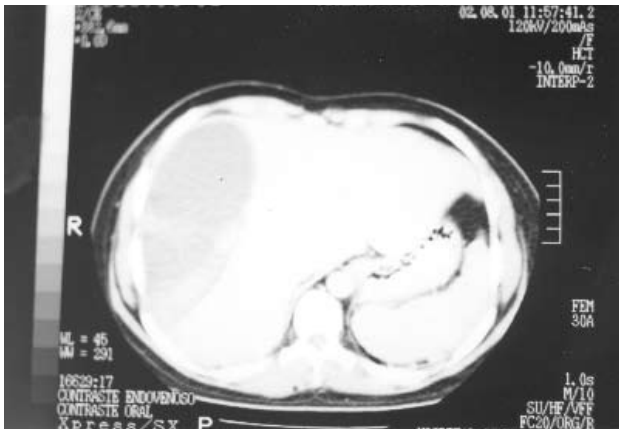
Tomografía axial computada que demuestra hematoma hepático del lóbulo derecho no roto de 9 x 7 cm.
